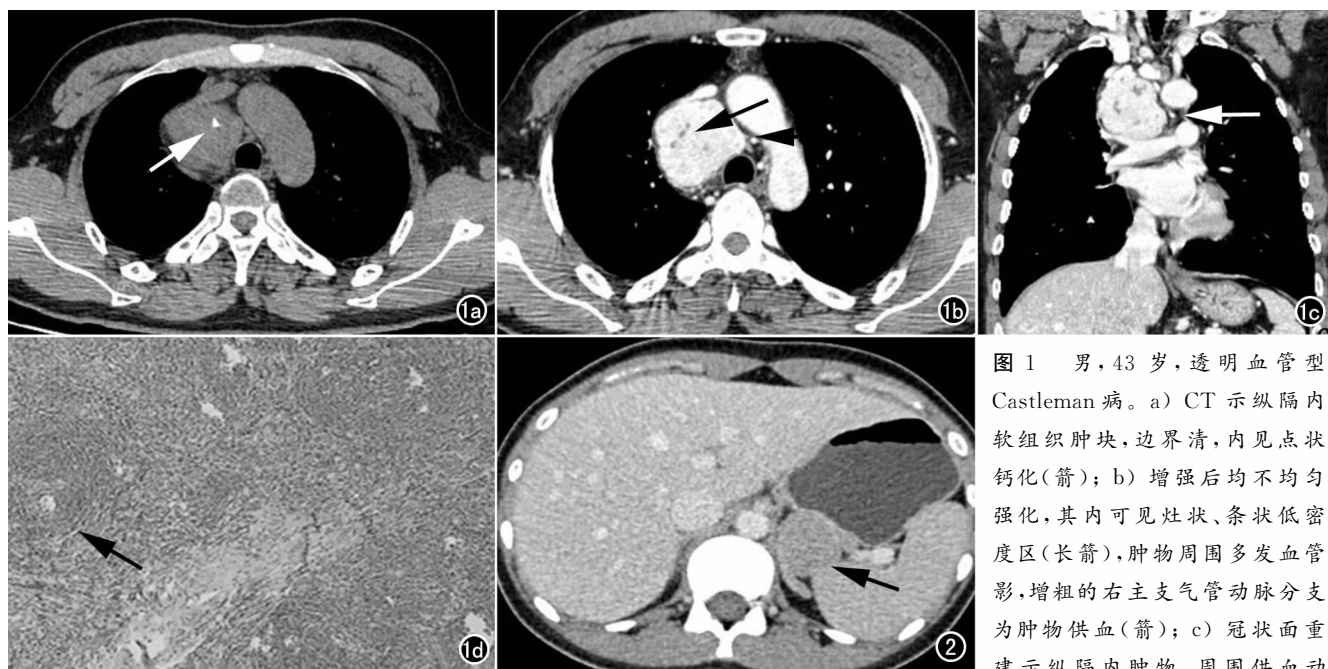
男,43 岁,透明血管型 Castleman 病。a) CT 示纵隔内软组织肿块,边界清,内见点状钙化(箭); b) 增强后均不均匀强化,其内可见灶状、条状低密度区(长箭),肿物周围多发血管影,增粗的右主支气管动脉分支为肿物供血(箭); c) 冠状面重建示纵隔内肿物,周围供血动脉-右支气管动脉分支(箭); d) 小的滤泡中心并显著玻璃样变的血管,套区小淋巴细胞呈洋葱皮样排列(箭, $\times 100$,HE)。
